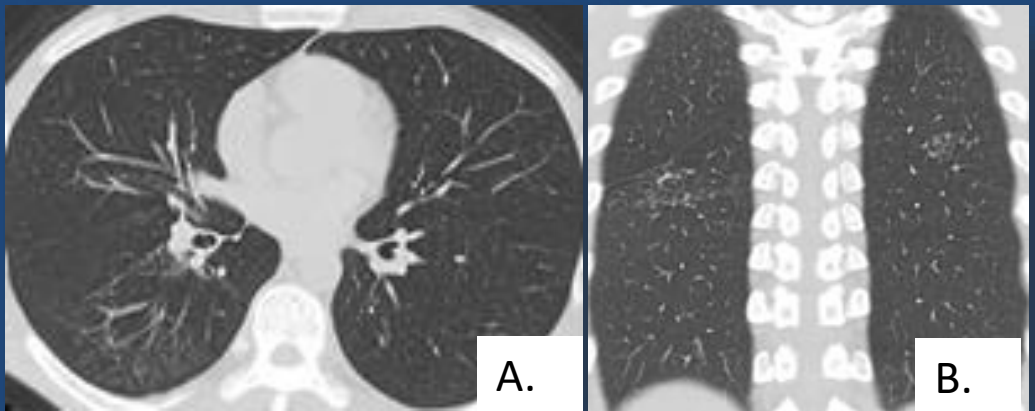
A. TC de tórax en corte axial y figura B. corte coronal. Se observa a nivel del segmento posterobasal bilateral y segmento medial del lóbulo medio derecho (figura B) tenue opacidades en vidrio esmerilado.
